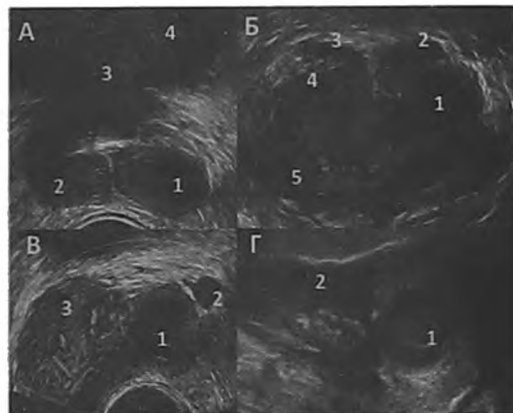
Пациент С., 67 лет. ДГПЖ, хронический простатит (обострение), острый двусторонний везикулит, абсцесс левого СП, острый левосторонний ампулит, острый левосторонний эпидидимит, абсцесс хвоста придатка левого яичка. Сахарный диабет, инсулинозависимая форма. Поступил в стационар с клинической картиной острого эпидидимита слева в течение первых 5-ти суток заболевания. А. ТРУЗИ. В-режим. Зрелый абсцесс левого СП (1). 2 - увеличение правого СП, 3 – узел ДГПЖ, 4 - мочевого пузыря. Б. Режим трехмерной реконструкции изображения ПЖ, СП и ампул СВП. Корональная проекция. 1 - абсцесс левого СП, 2 - увеличение ампулы левого СВП (ампулит), 3, 4 – неизменные ампула СВП (3) и СП (4) справа, 5 - ПЖ. В. ТРУЗИ. Режим доплерангиографии. 1 - зрелый абсцесс левого СП с усилением перифокального сосудистого рисунка, 2 - ампулит слева, 3 - ПЖ, сосудистый рисунок левой доли усилен. Г. Эхография мошонки. 1 – зрелый абсцесс хвоста придатка левого яичка, 2 – увеличенный придаток (эпидидимит). Были выполнены отведение мочи из мочевого пузыря путем троакарной цистостомии и левосторонняя орхипидидимэктомия. Абсцесс левого СП самостоятельно разрешился
